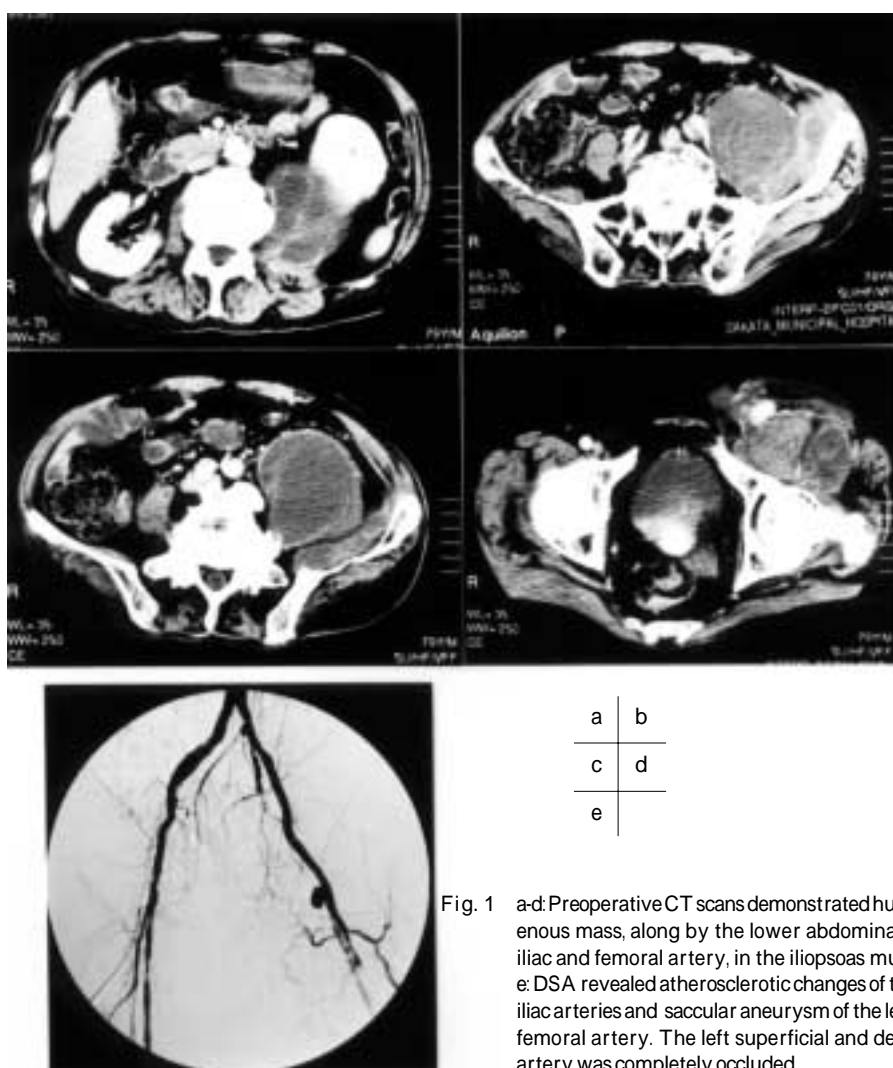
a-d: Preoperative CT scans demonstrated huge heterogeneous mass, along by the lower abdominal aorta, left iliac and femoral artery, in the iliopectus muscle.
